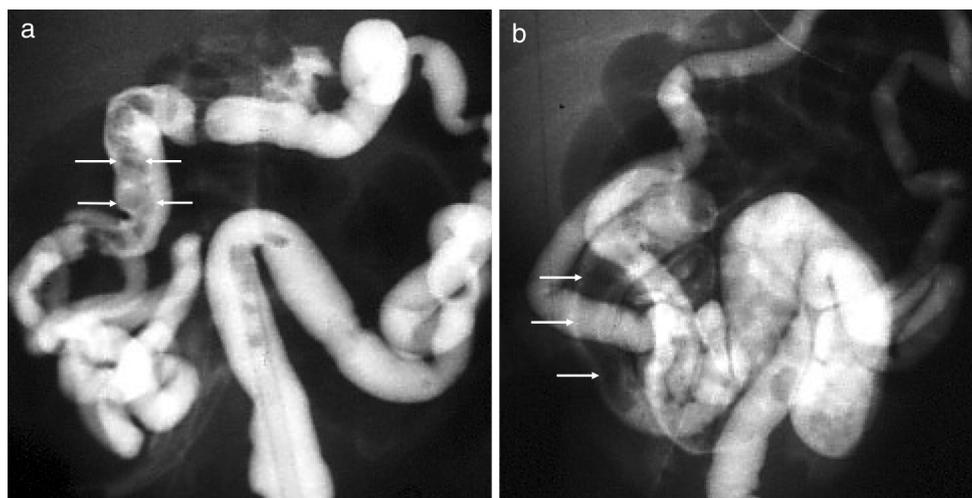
胎便関連性腸閉塞症 (MRI) の注腸造影像
